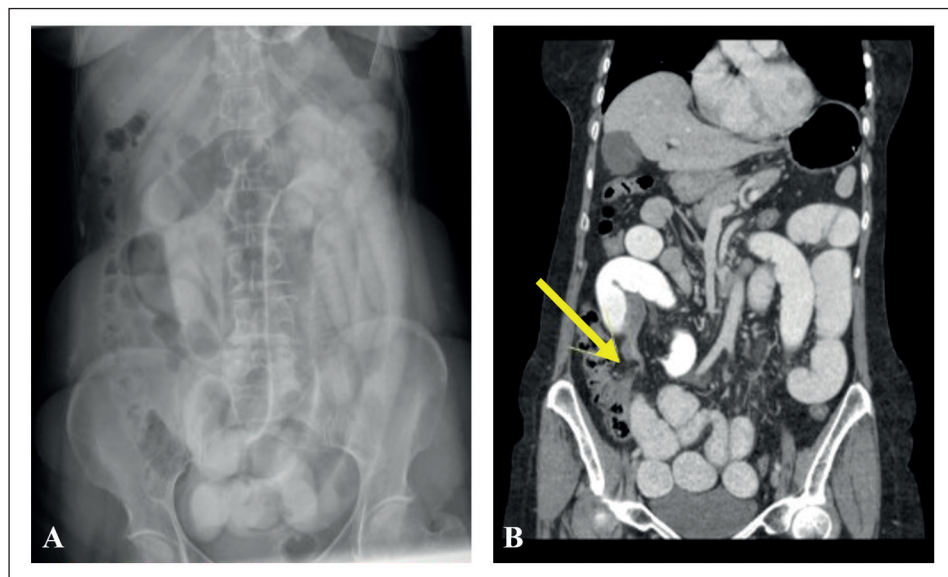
A: Radiografía simple de abdomen tras la administración de contraste hidrosoluble (Gastrografin®) que muestra que éste no pasa a intestino grueso. B: Tomografía computarizada que evidencia un cambio de calibre brusco de asas de intestino delgado a nivel de FID, con dilatación retrógrada de asas intestinales que contienen contraste previamente administrado (flecha). A partir del cambio de calibre, el resto de intestino (sólo visible el colon derecho hasta ángulo hepático en el corte mostrado) presenta un calibre normal.
